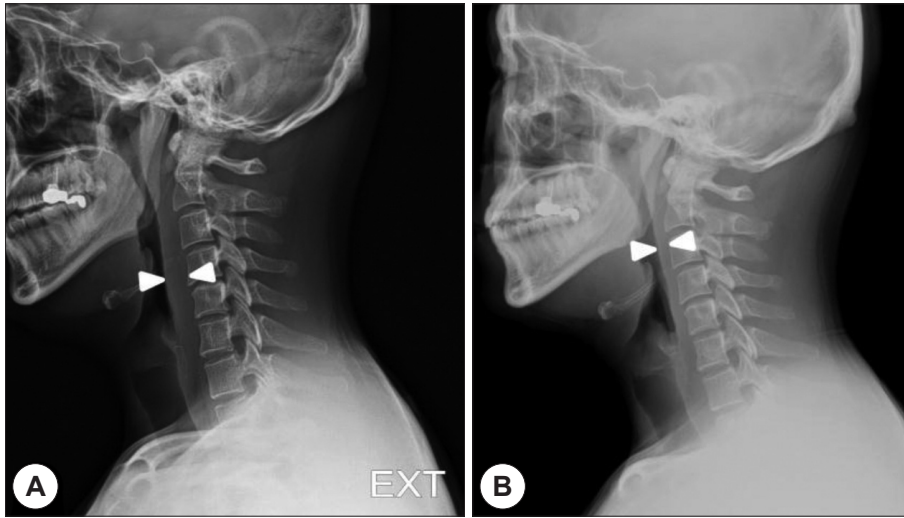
A : Plain lateral radiograph of the cervical spine demonstrates diffuse prevertebral soft tissue swelling of the upper cervical spine (arrowhead). B : Follow-up lateral plain film after 6 days later reveals resolution of the prevertebral soft tissue swelling (arrowhead).
